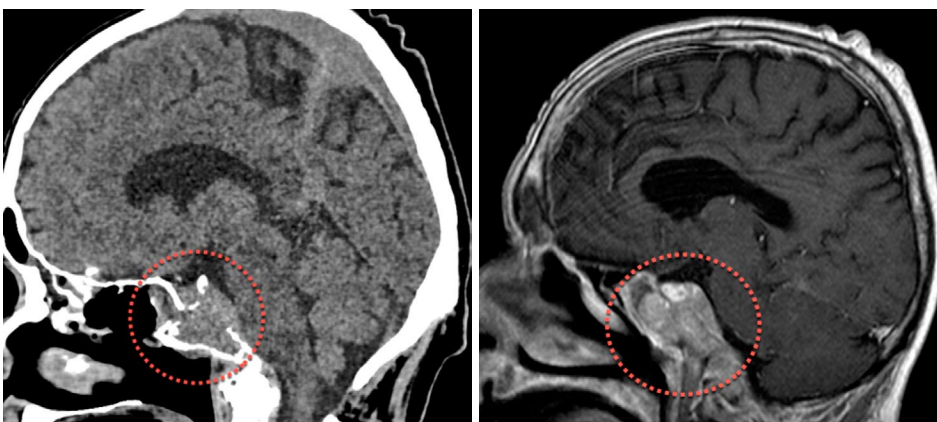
Сагітальна площина МСКТ головного мозку (ліворуч) та сагітальна площина МРТ головного мозку (праворуч) з внутрішньовенним контрастуванням. МСКТ демонструє руйнування кістки турецького сідла та схилу основної кістки у пацієнта з верифікованим гістологічно раком нирки
